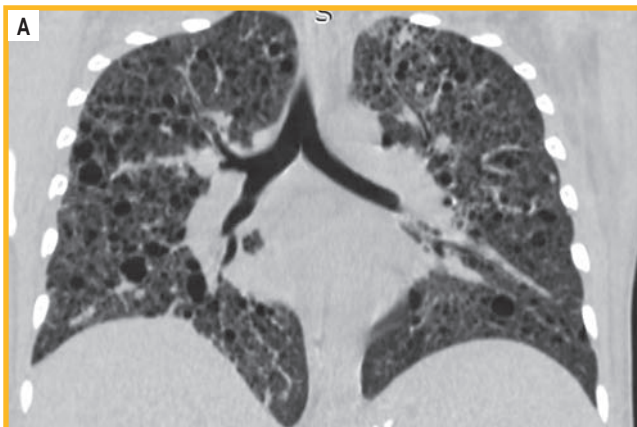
Компьютерная томограмма органов грудной клетки пациентки А. (2022)
